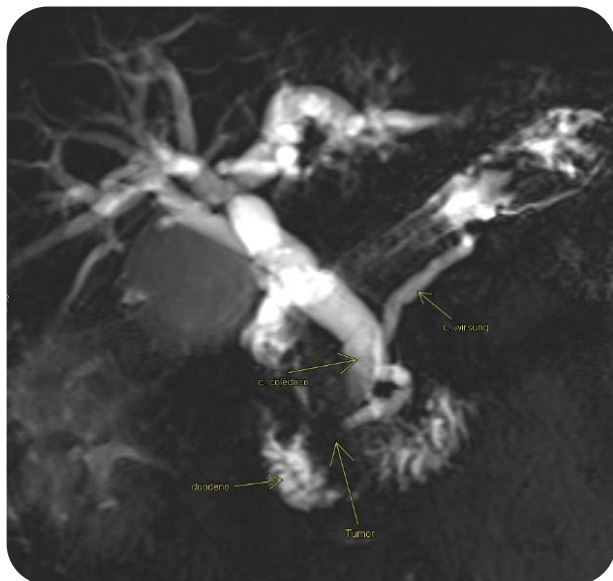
Colangiograma RMN: "Signo del doble conducto". Se observa dilatación simultánea del colédoco y del conducto de Wirsung con interrupción abrupta distal, secundaria a tumoración en cabeza de páncreas.
